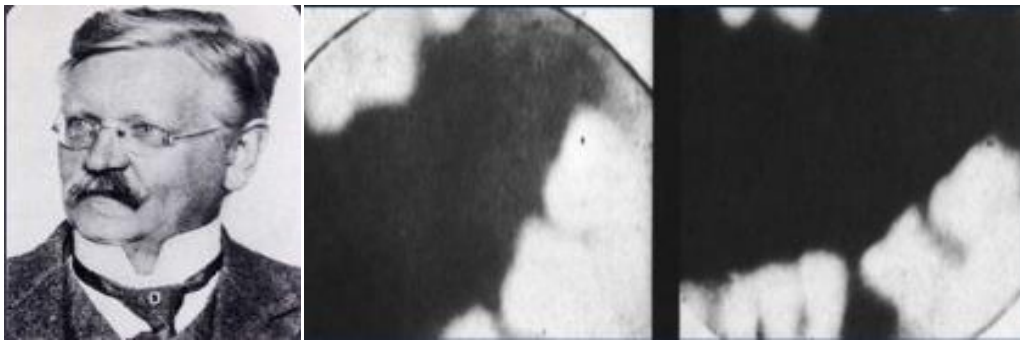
Otto Walkhoff, y primera radiografía dental de su propia boca.²
